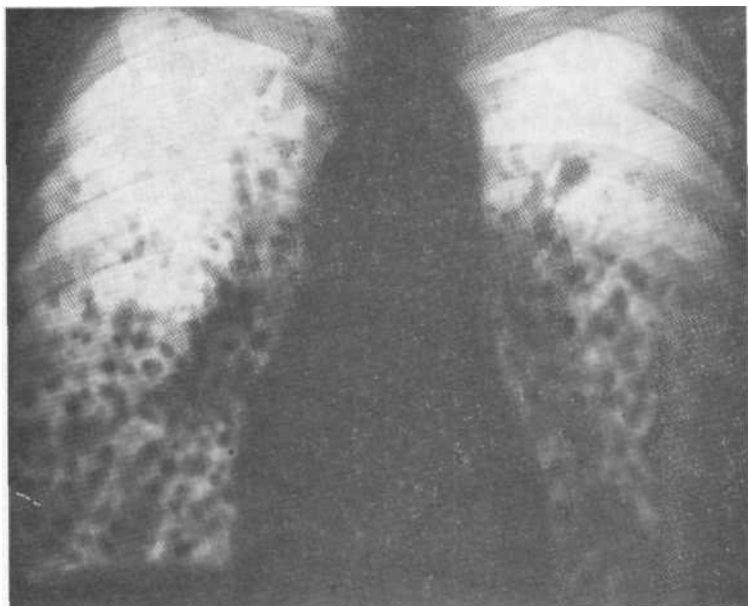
Обзорная рентгенограмма. Множественные однопунктирные очаги в виде субтотальной диссеминации с преимущественным поражением средних и нижних отделов легких. Биопсия легкого — метастазы рака щитовидной железы.
